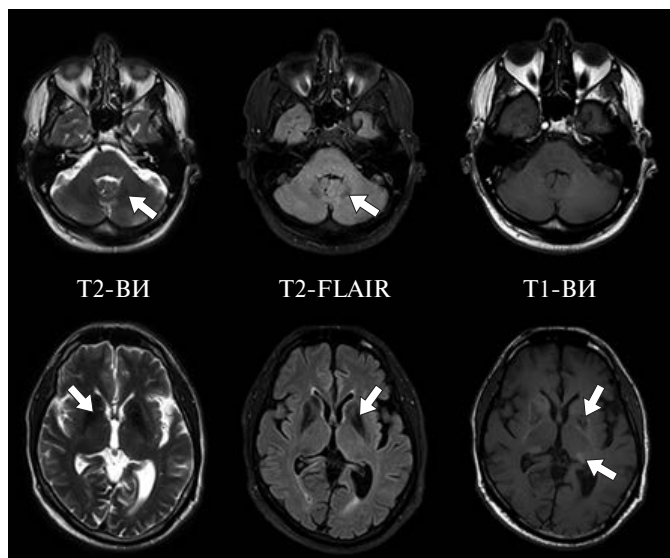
МРТ головного мозга (3 Тл) в стандартных режимах исследования на уровне мозжечка (верхний ряд) и подкорковых структур (нижний ряд). Минерализация в подкорковых структурах, зрительных буграх и ЗЯ мозжечка. Стрелками показаны симметричные зоны с измененной интенсивностью МР-сигнала.
